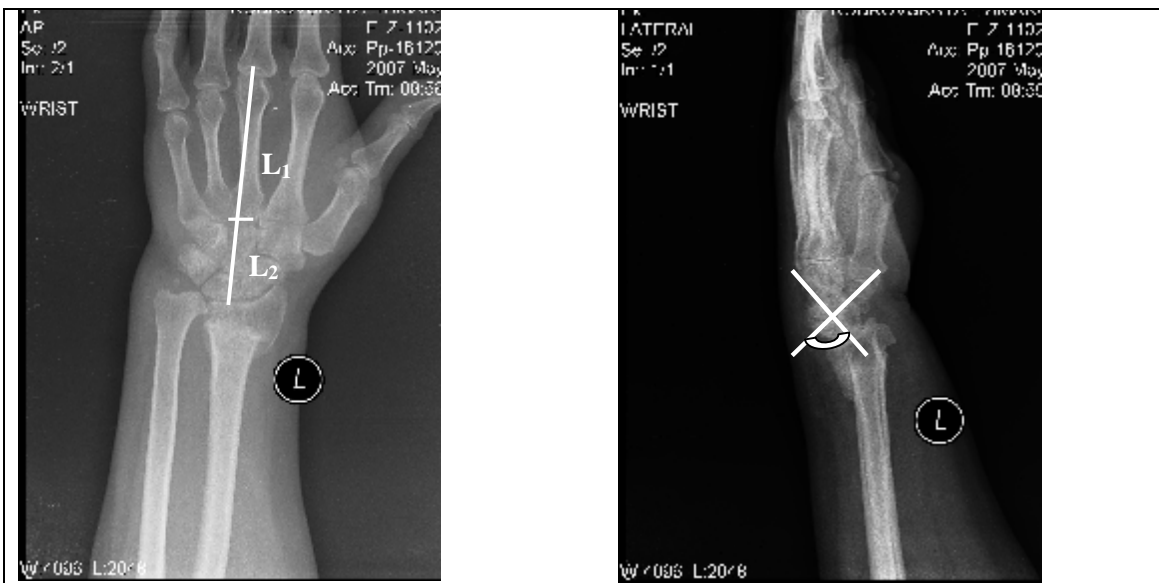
Рентгенограмма пациента К; Застарелый чрезладьевидный перилунарный вывих кисти
